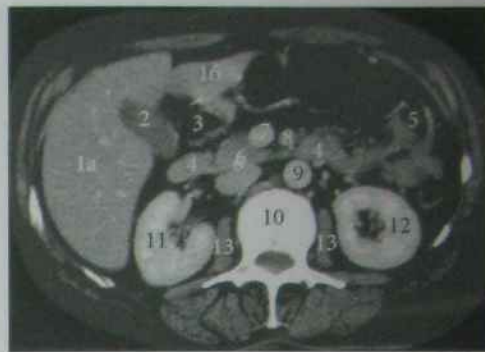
КТ черевної порожнини на рівні Th<sub>XII</sub>
